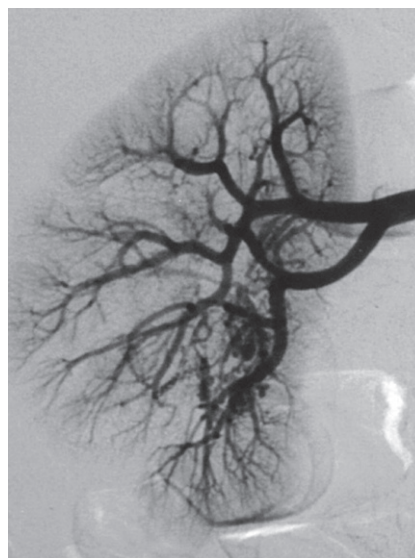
Artériographie rénale droite qui met en évidence une malformation artérioveineuse détectée en Doppler. Les vaisseaux impliqués dans la malformation sont de trop petite taille pour être visible sur les autres examens.
